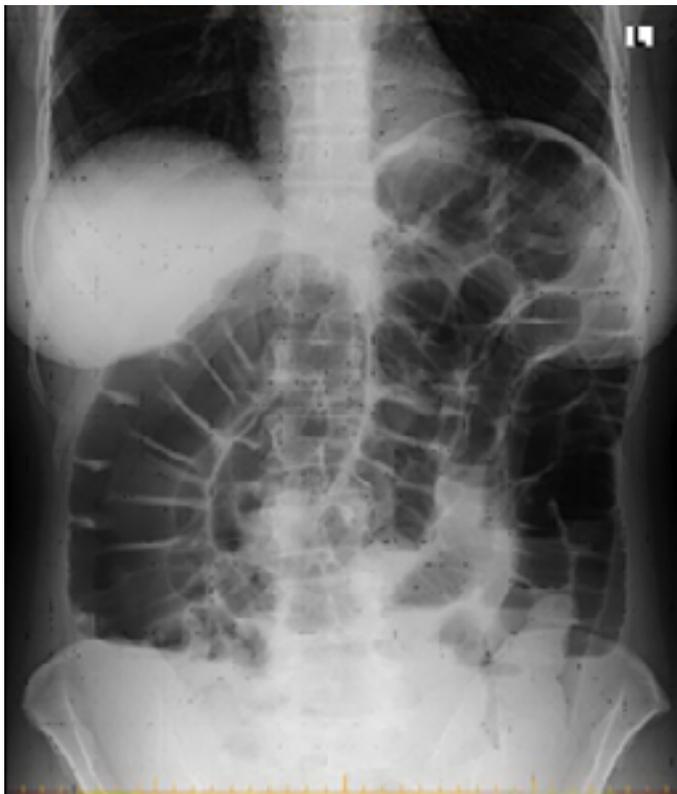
Рентгенография брюшной полости
